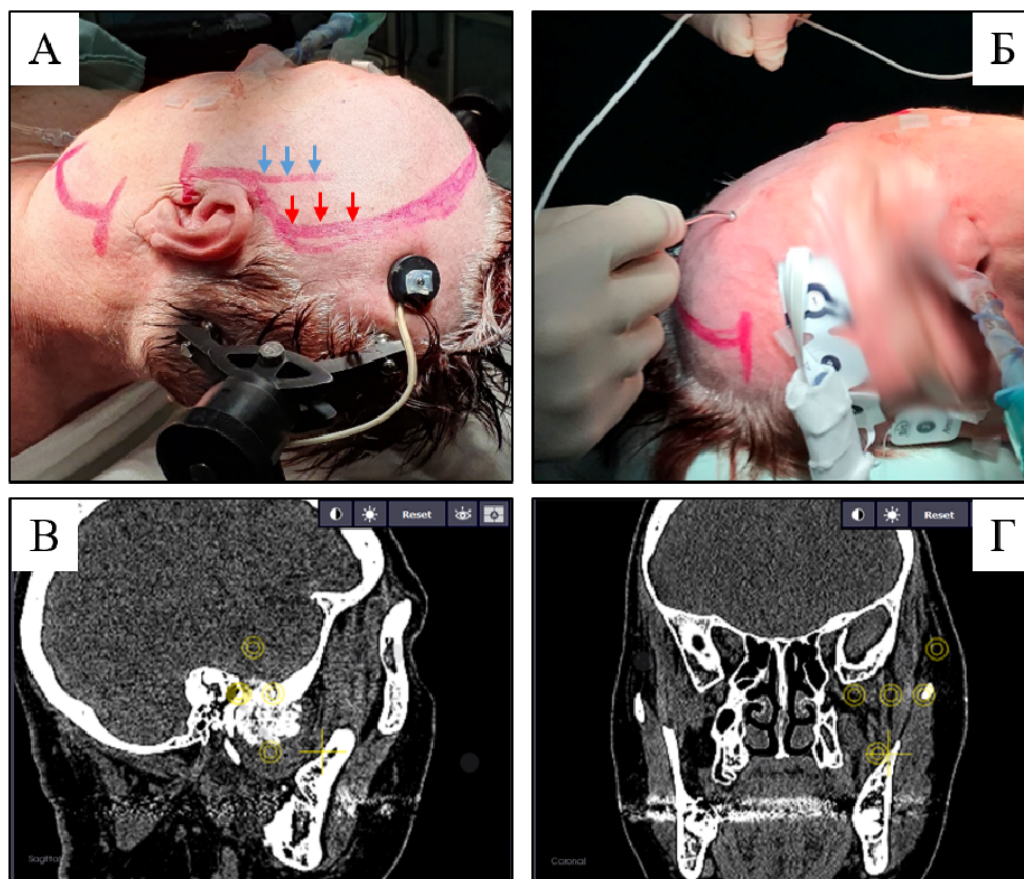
Применение навигации для разметки кожного разреза. А - синими стрелками указан первоначальный уровень кожного разреза, красными стрелками указана линия кожного разреза, скорректированная после применения навигации; Б - определение проекции опухоли при помощи навигационной указки на поверхность кожи на нестерильном этапе операции; В, Г - снимок экрана навигационной станции: на КТ головы желтыми метками отмечены границы распространения опухоли, что помогает в планировании кожного разреза
